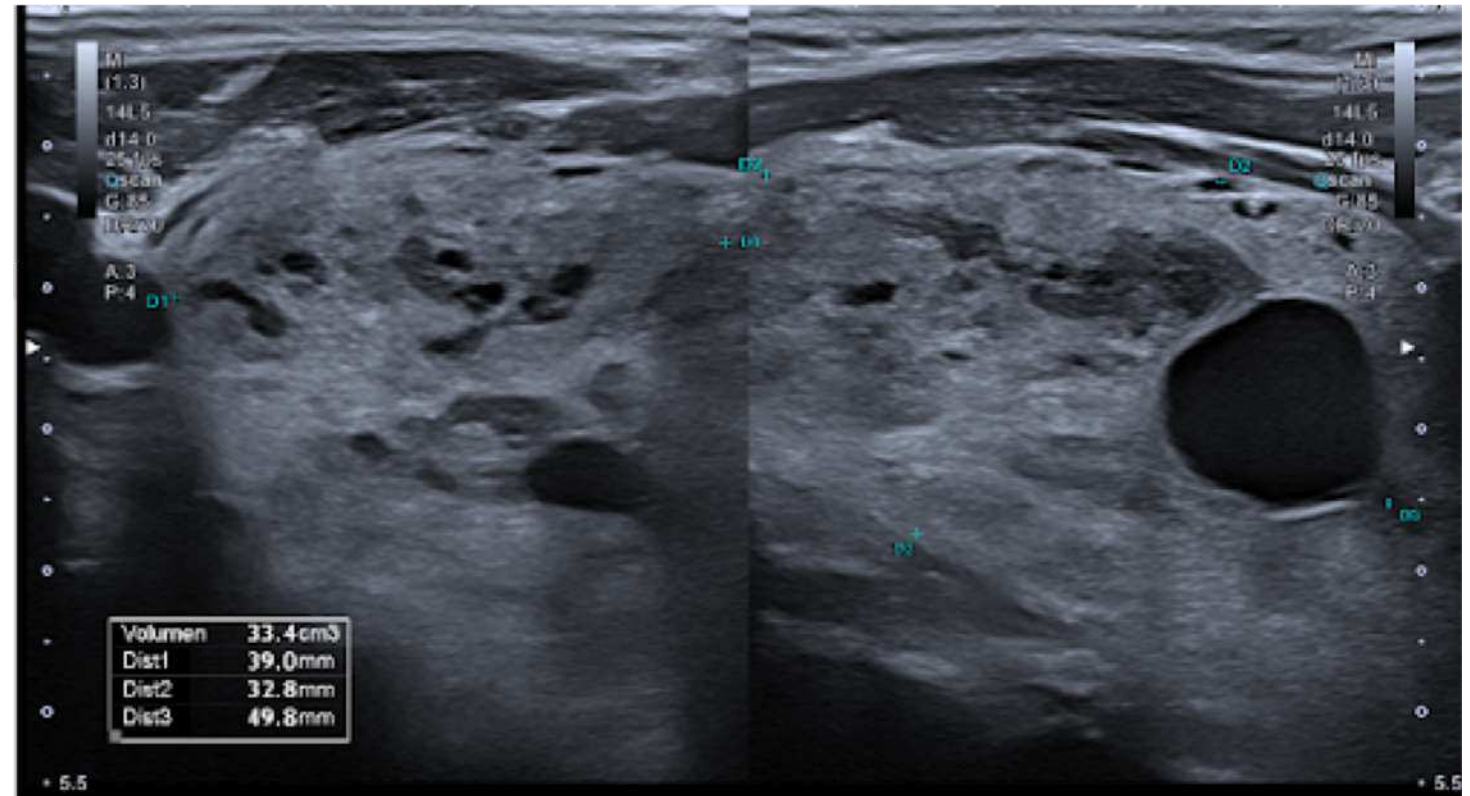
Ecografía basal realizada en la consulta de valoración inicial de la paciente.
